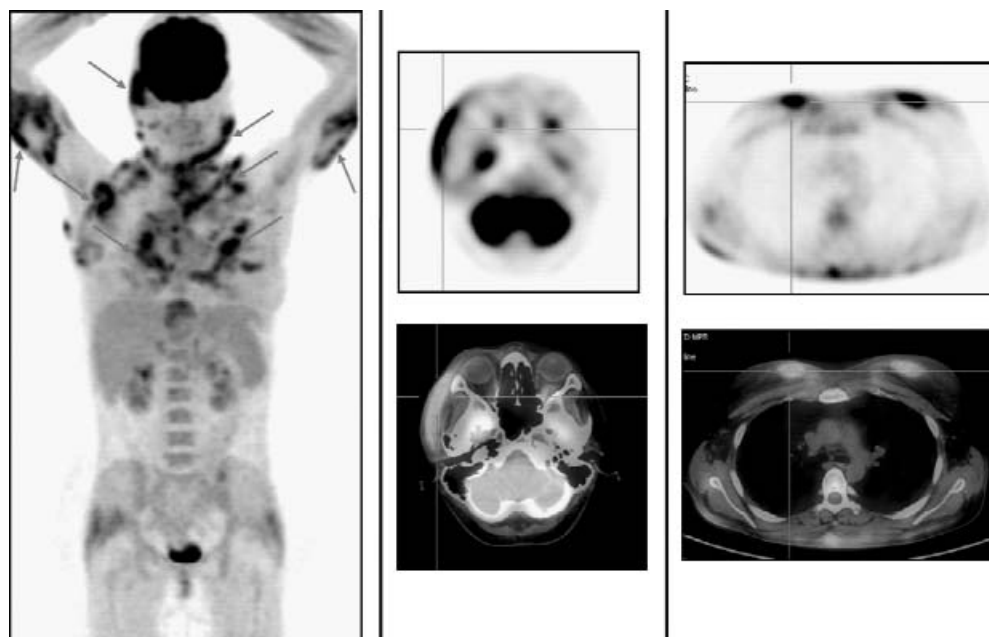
ПЭТ с 18F-ФДГ. Определяются множественные патологические зоны диффузного интенсивного накопления препарата, сливающиеся между собой, расположенные в мягких тканях лица, шеи, грудной клетки и заднегрудных поверхностях обеих рук на уровне плечевых костей
